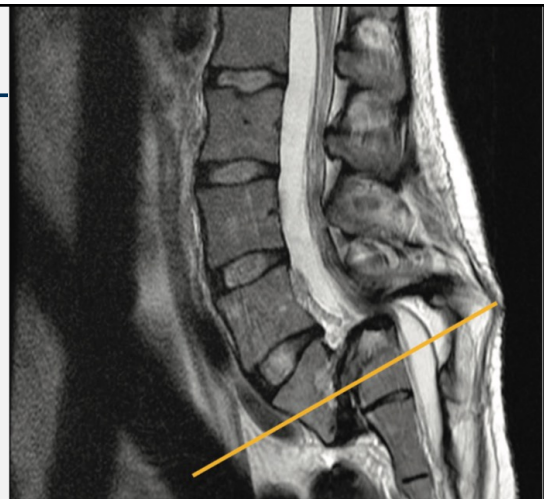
Sagittal T2-weighted magnetic resonance image demonstrating a grade IV spondylolisthesis at the L5-S1 level. The line references the level for the axial image for Figure 2.
